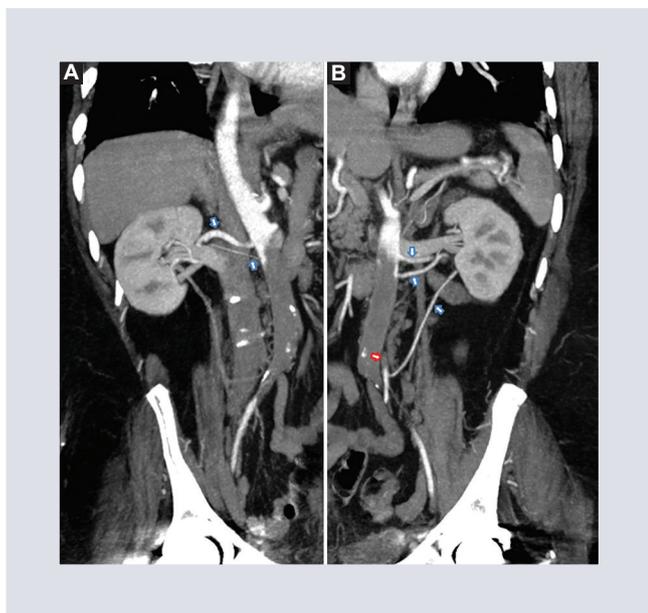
A: angiotomografía abdomino-pélvica en corte coronal oblicuo con MIP y énfasis en riñón derecho; se observa la trombosis de la aorta abdominal infrarrenal y de la porción proximal de la arteria iliaca común derecha. Note la adecuada vascularización del riñón derecho (flechas azules), se identifica arteria renal accesoria. B: angiotomografía abdomino-pélvica en corte coronal oblicuo con MIP y énfasis en riñón izquierdo; se observa trombosis en la aorta abdominal infrarrenal, en la porción proximal de la arteria iliaca común izquierda y en la porción proximal de la arteria mesentérica inferior (flecha roja). Note la adecuada vascularización del riñón izquierdo (flechas azules), se identifican dos arterias renales accesorias, una con origen en la aorta y la otra en la arteria mesentérica inferior.
